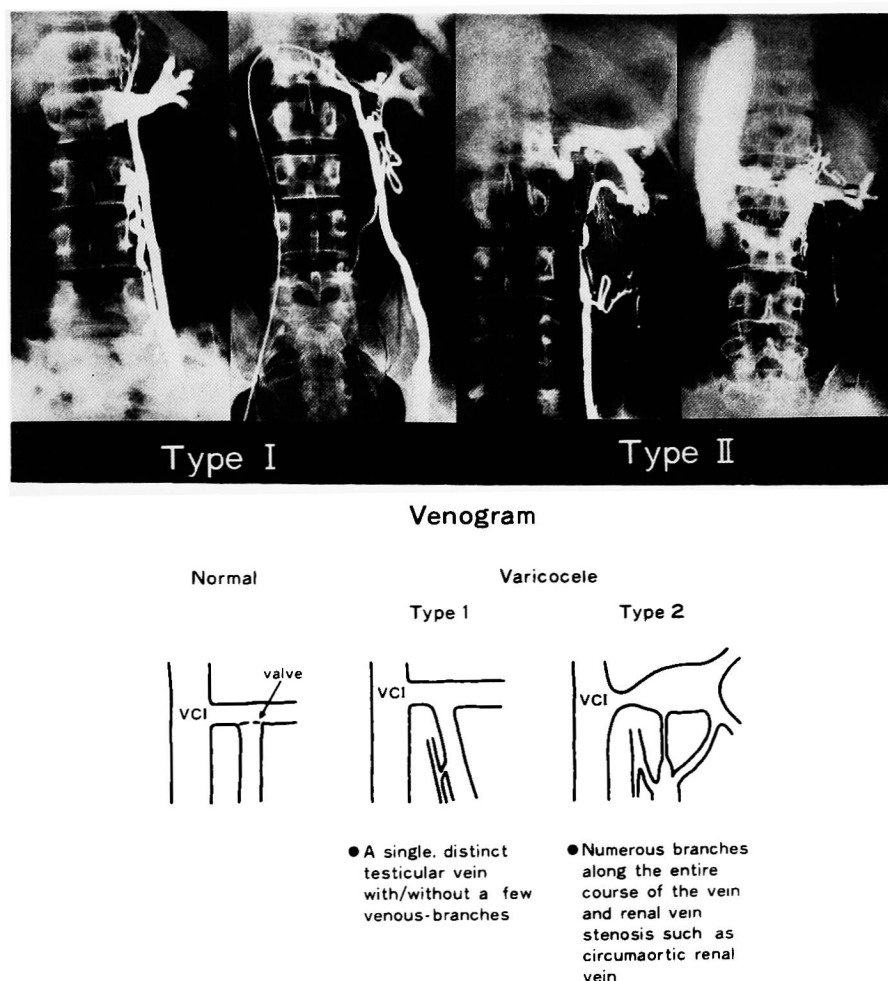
内精静脈像のX線造影像による分類
